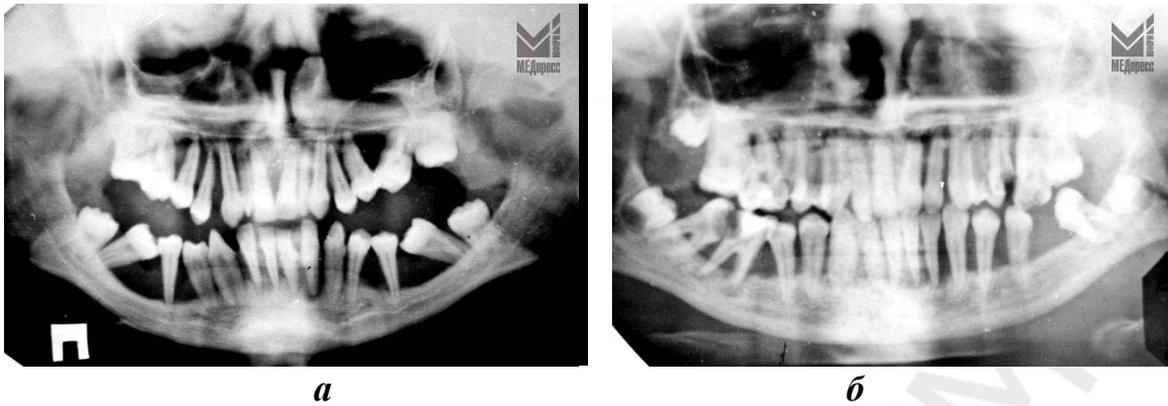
Рентгенограмма:
